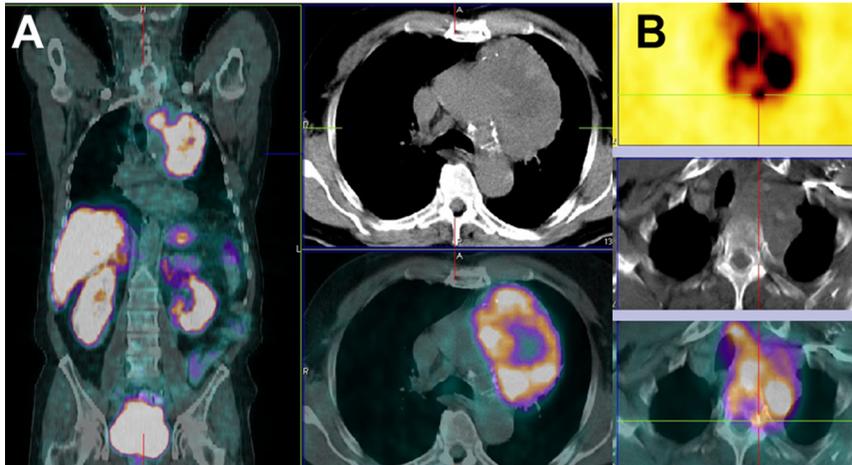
Patient mit MEN2A und thorakalem Rezidiv des medullären Schilddrüsenkarzinoms im Somatostatinrezeptor PET/C mit ^{68}Ga Gallium DOTATOC (A) und ^{18}F DOPA PET/CT (B) mit Infiltration der BWS.
